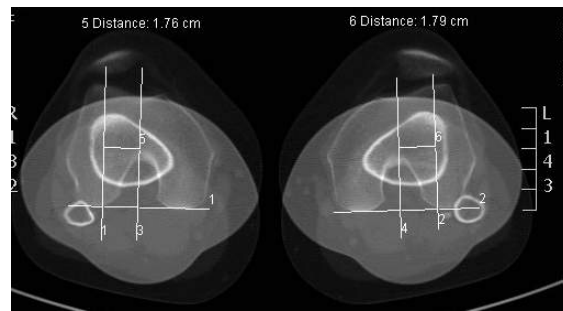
Imagem TC da medição da distância TT-TG.
